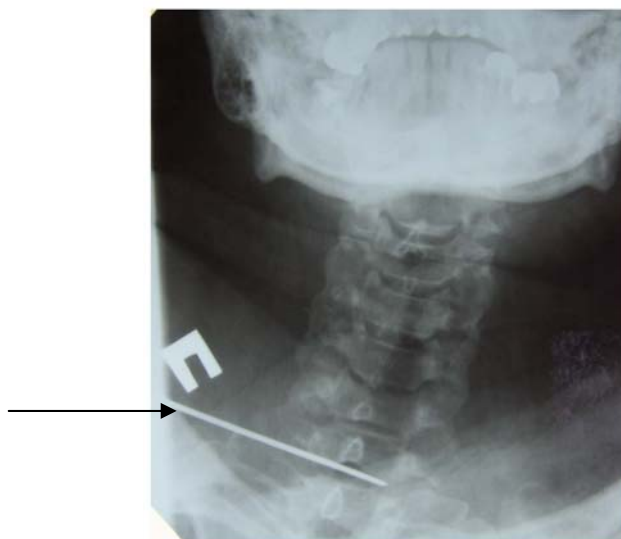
Рентгенограмма шейно-грудного отдела позвоночника. Прямая проекция. Стрелкой обозначена металлическая спица.
